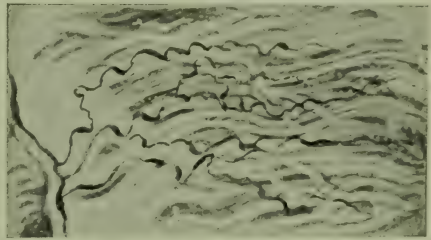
Blutgefäßveränderungen in der Iris nach Röntgenbestrahlung. (AUS HOFFMANN: Röntgendiagnostik und Therapie.)
